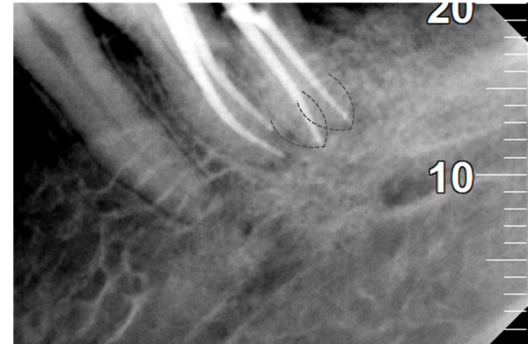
b : Radiographie de contrôle de la 46 : obturation de la radix entomolaris.
